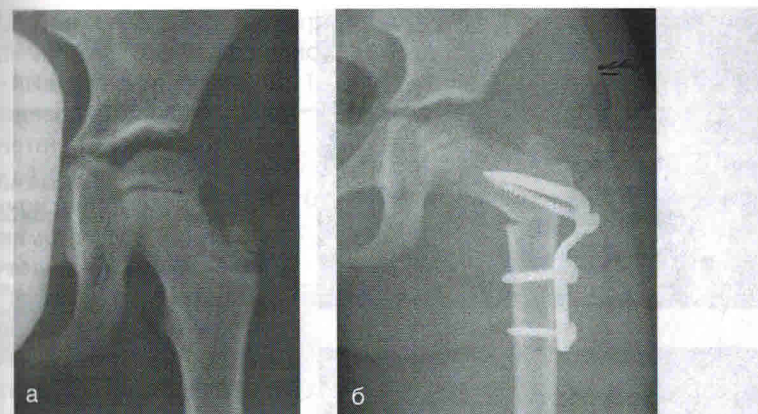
Больная Х., 5 лет (история болезни № 279, 2003 г.). Диагноз «дисплазия левого тазобедренного сустава», рентгенограммы: а — до операции; децентрация головки, шеечно-диафизарный угол 145° , угол антеверсии 56° , угол вертикального соответствия 62° , костное покрытие $3/4$; б — после деторсионно-варизирующей остеотомии бедра; головка центрирована, проекционный шеечно-диафизарный угол 115° , угол вертикального соответствия 100° , костное покрытие полное (Майоров А.Н., 2009)
